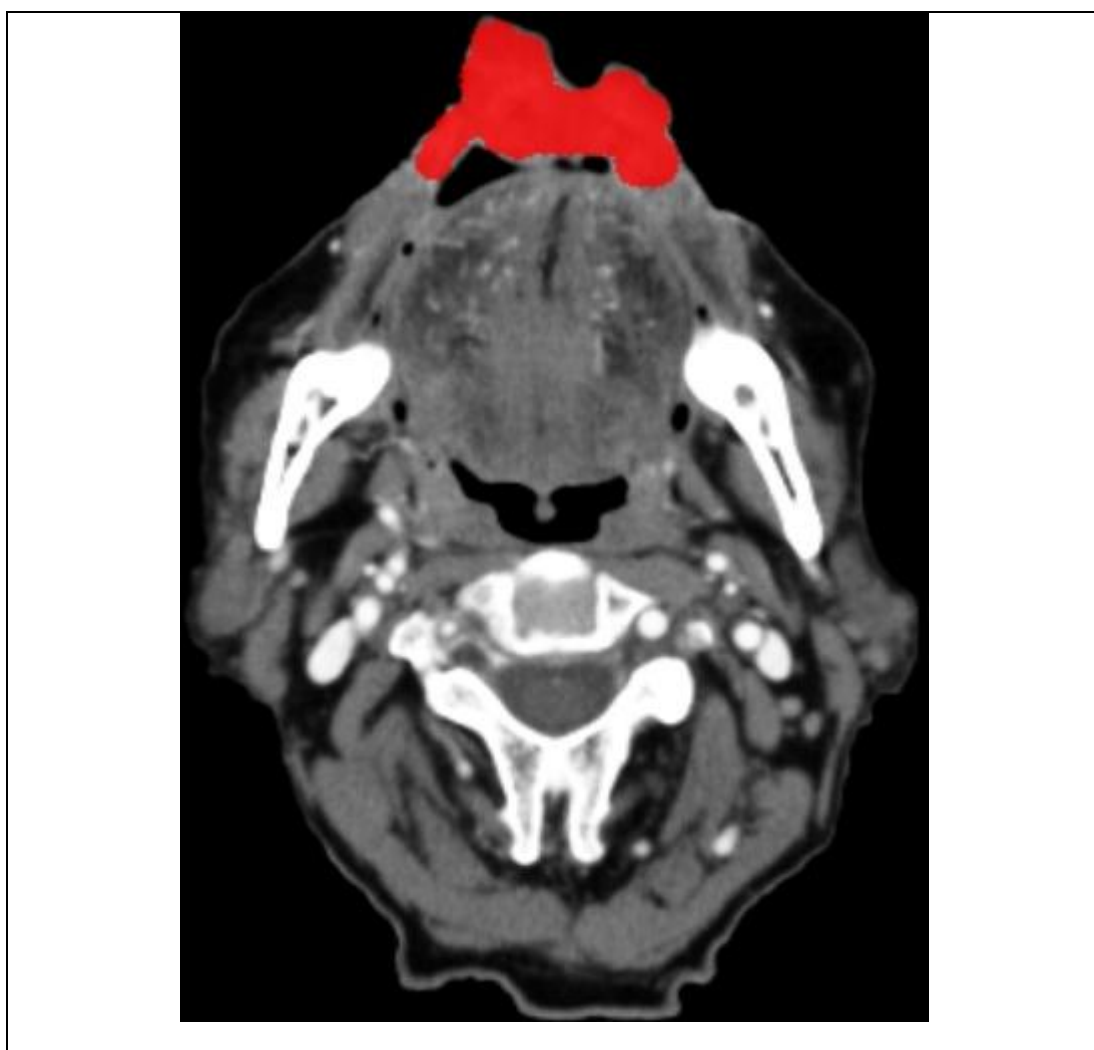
Segmentação manual de neoplasia de lábio inferior em corte axial de tomografia computadorizada de pescoço. A segmentação foi feita através da diferença de gradação de cinza proporcionada pela ação do contraste intravenoso.
